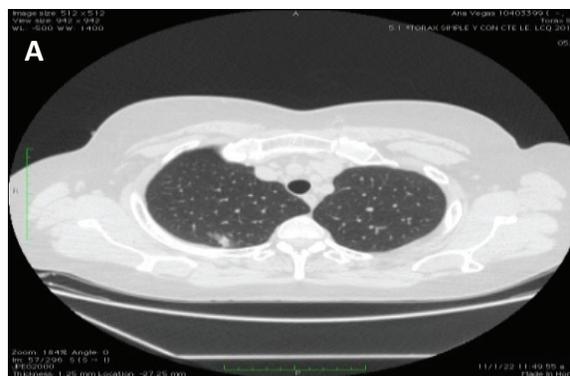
Tomografía de tórax alta resolución de paciente masculino de 82 años de edad con COVID-19, en la fase precoz de la enfermedad. A) Corte axial. B) Reconstrucción Coronal. Se evidencia área de consolidación pulmonar basal posterior izquierdo, engrosamiento pleural en segmento anterior del lóbulo superior derecho. Con bronquiectasia de atracción adyacente condicionando ligera retracción de la hemidiafragma. Cambios fibróticos basales de aspecto residual, con presencia de banda fibrótica pleuroparenquimatosas en segmento antero-medial izquierdo. Se observa patrón micronodular periférico superior derecho.
